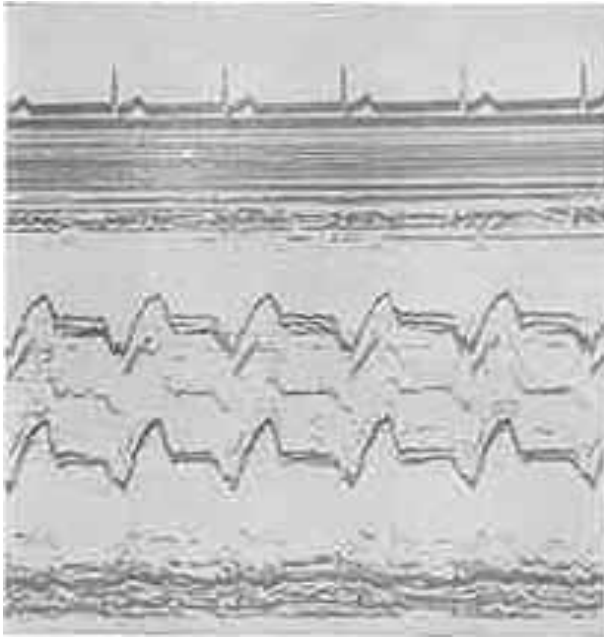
Ecocardiograma mostrando dilatação aórtica no indivíduo II₂.
